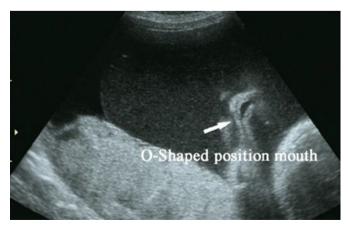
Ecografía mostrando boca abierta en forma de "O" 13.
